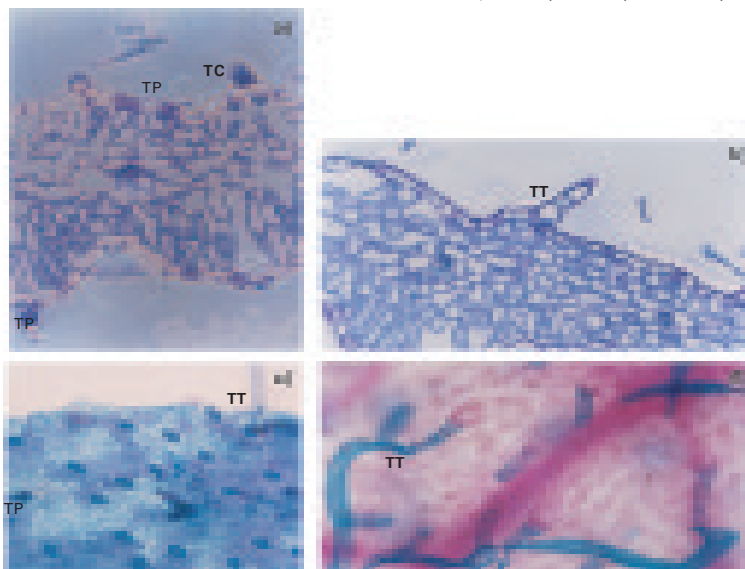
Fotomicrografias de região do folíolo terminal das folhas das plantas de / *Tanacetum parthenium*/, em corte transversal (a) e (b) e em corte paradérmico (c) e (d), mostrando tricomas peltados (TP), capitados (TC), tectores (TT) e estômatos (E).
